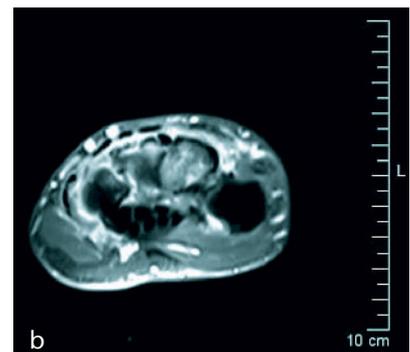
MRT der Hand bei früherer Rheumatoider Arthritis (kontrastmittelverstärktes T1-Spinecho mit Fettsuppression). a) Koronarer Schnitt, b) transversaler Schnitt durch den Carpus. Intensive Kontrastmittelaufnahme in die Articulossynovialmembran und die Carpalia, hinweisend auf Synovialitis und Osteitis.
